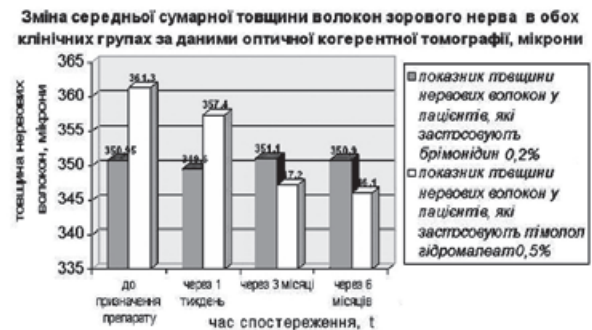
Зміна середньої сумарної товщини волокон зорового нерва в обох клінічних групах за даними оптичної когерентної томографії, мікрони
